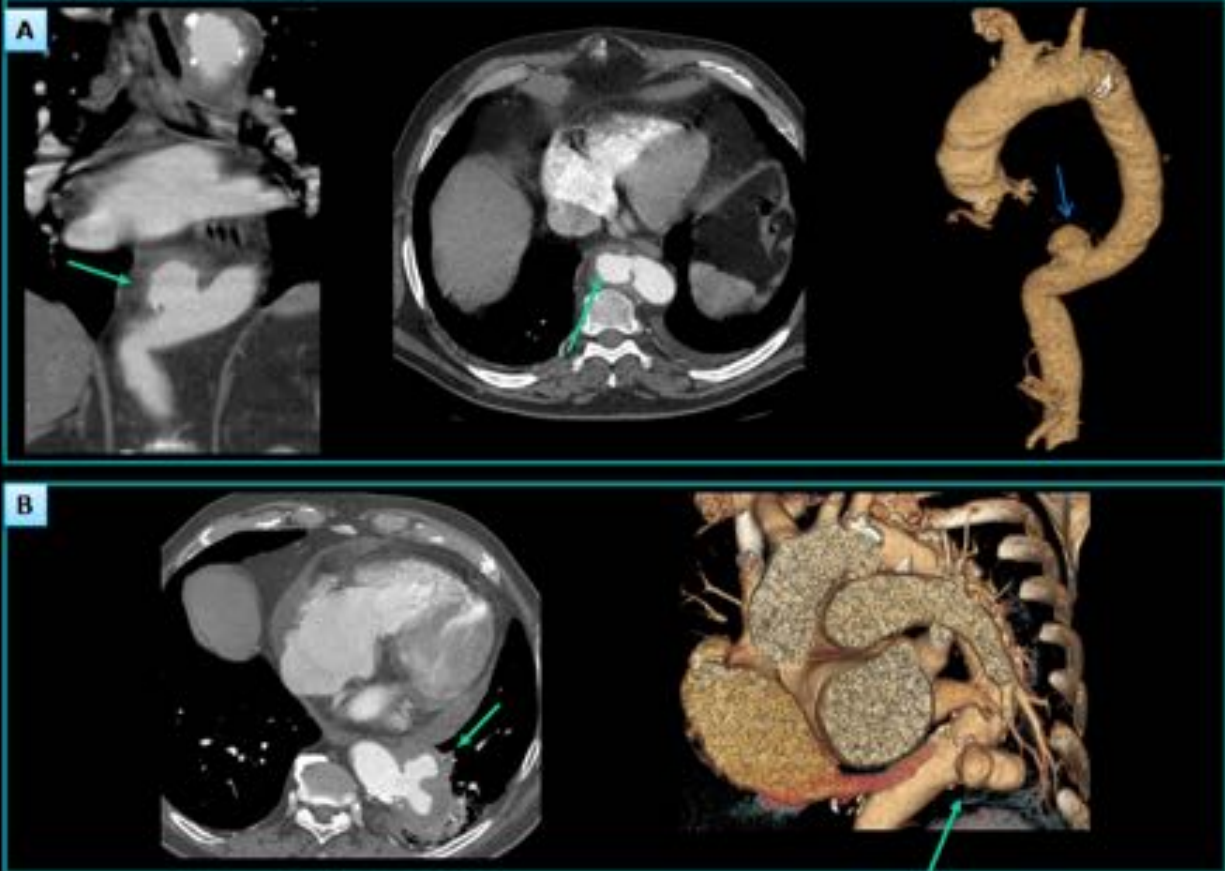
TC y reconstrucciones volumétricas: A: Aneurisma micótico, de morfología sacular en “champiñón” en aorta torácica descendente. B: Aneurisma micótico sacular bilobulado en aorta torácica descendente.
